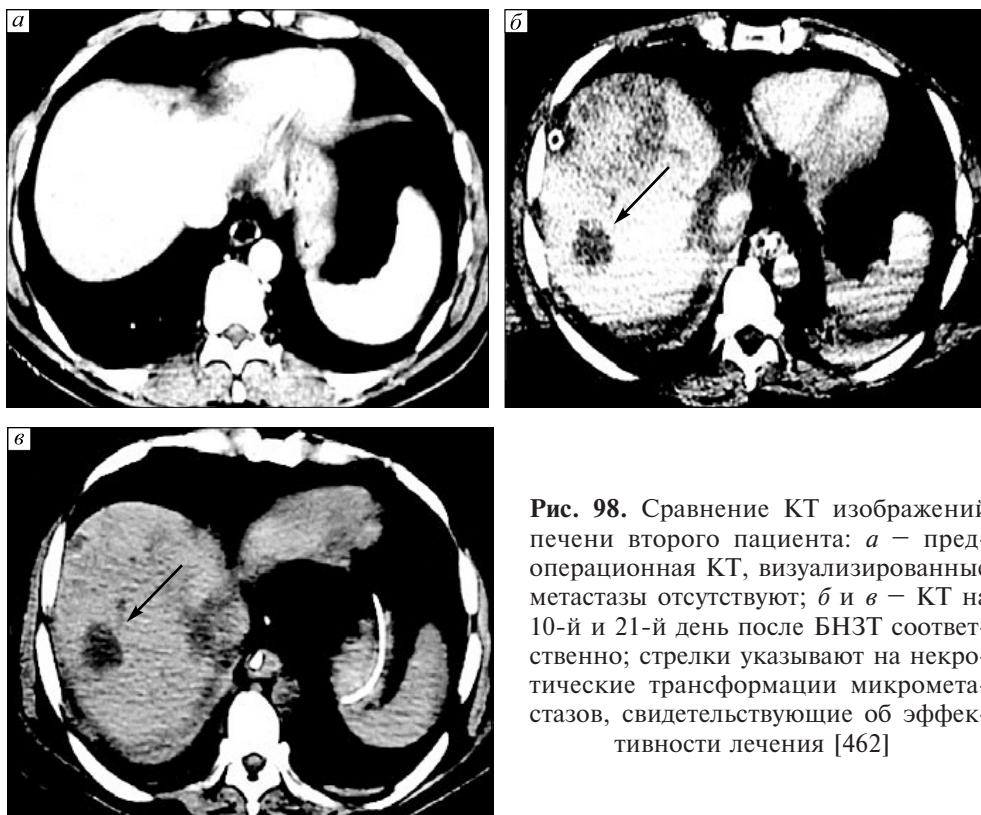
Сравнение КТ изображений печени второго пациента: *а* — предоперационная КТ, визуализированные метастазы отсутствуют; *б* и *в* — КТ на 10-й и 21-й день после БНЗТ соответственно; стрелки указывают на некротические трансформации микрометастазов, свидетельствующие об эффективности лечения [462]
